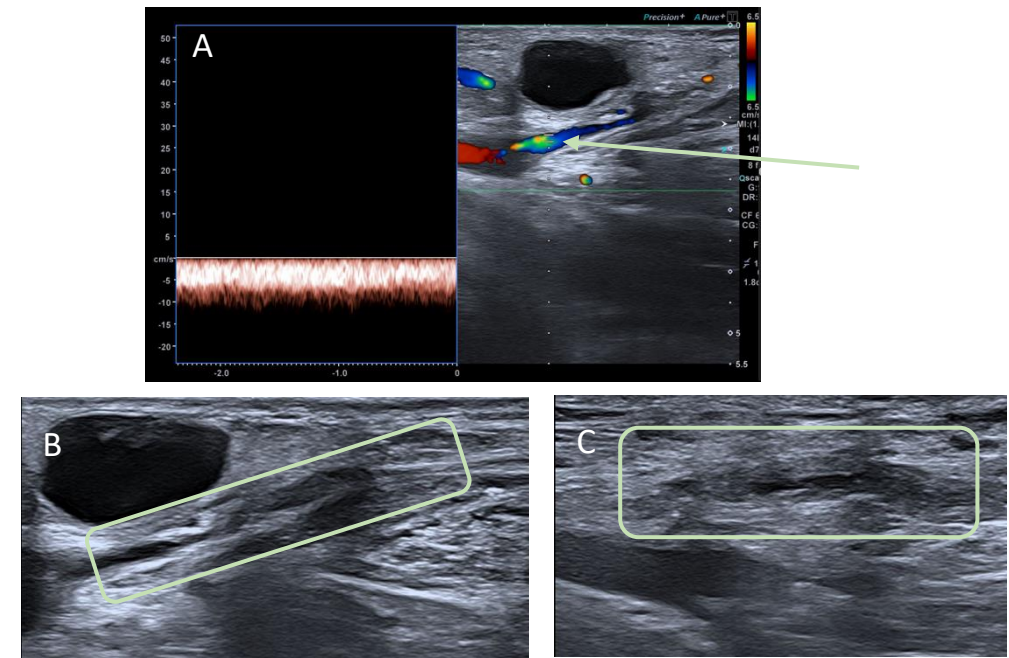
Ecografía (cortes longitudinales) a nivel del cayado de la vena safena mayor, permeable próximamente confirmado mediante Doppler (A), con defecto de repleción=trombo posterior al origen (B y C).
